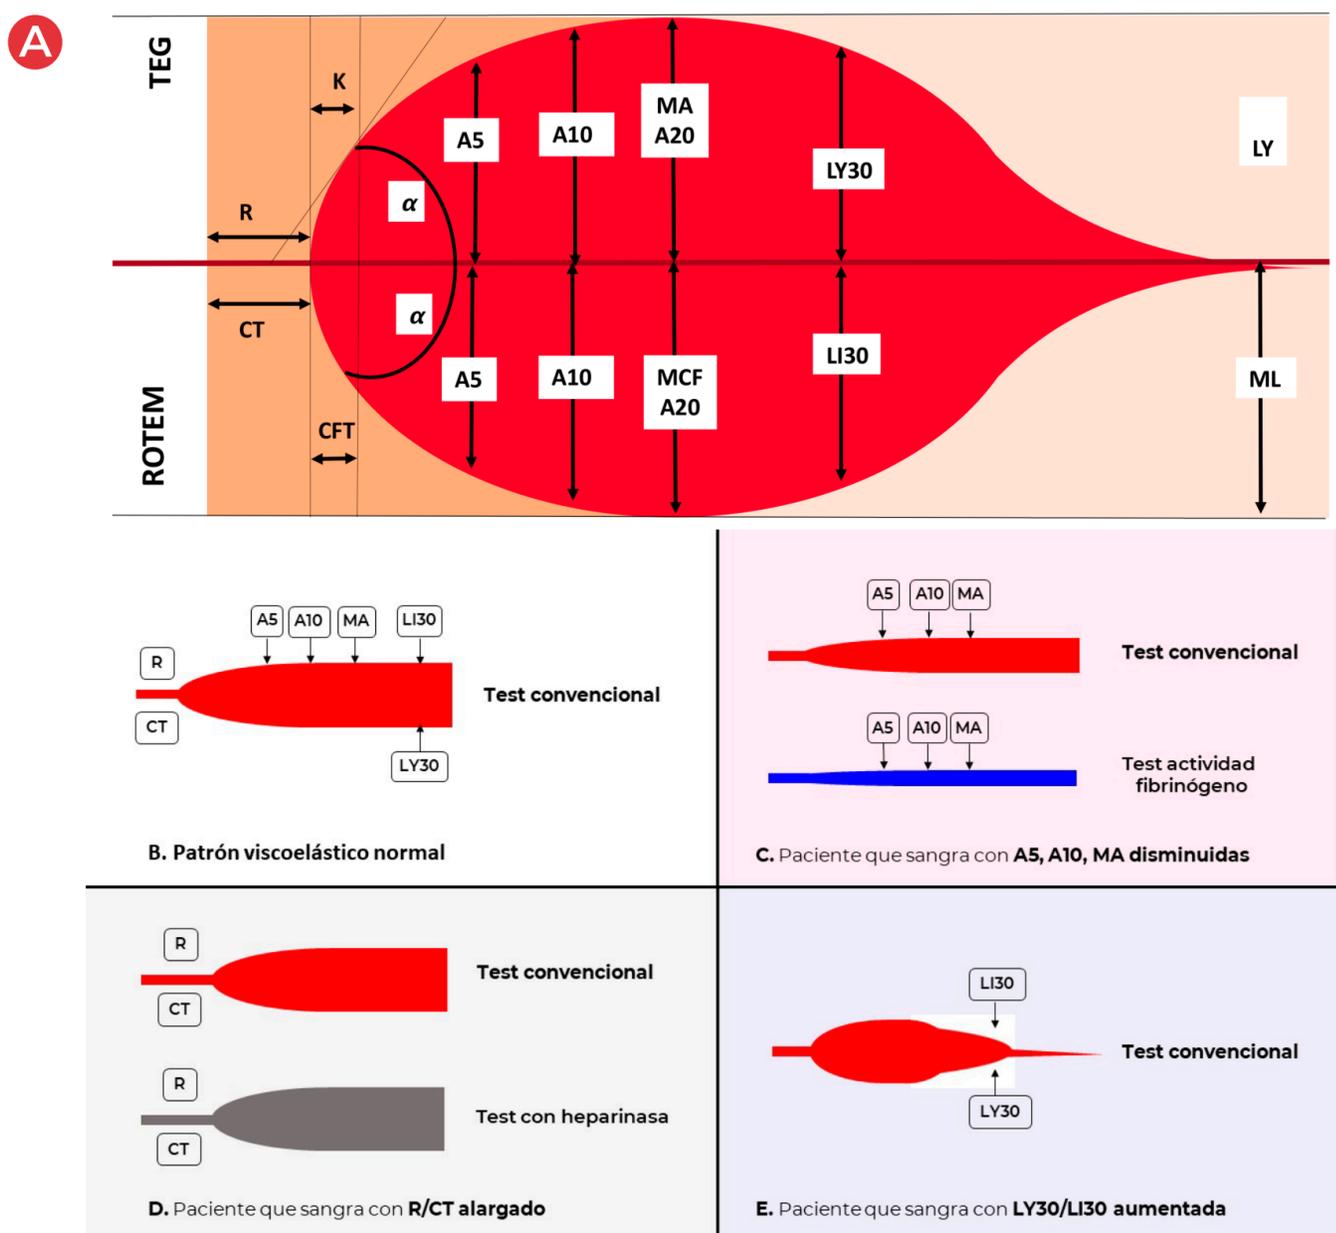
A) Test viscoelásticos. ROTEM: Tromboelastometría rotacional. TEG: Tromboelastografía. CT (clotting time) y R: Tiempo que tarda en iniciarse la formación del coágulo. CFT (clot formation time) y K: Tiempo que tarda el coágulo en alcanzar la máxima amplitud. α : ángulo obtenido por la línea central y una tangente a la curva que pasa por el punto de 2 mm de amplitud. A5: Amplitud del coágulo a los 5 minutos (mm). A10: Amplitud a los 10 minutos (mm). MA o A20: Amplitud máxima a los 20 minutos (mm). LY30 o LI30: % de lisis del coágulo a los 30 minutos. ML o LY: Máxima lisis. B) Patrón TVE normal. C) Patrón con amplitud reducida. D) Patrón con R/CT alargado. E) Patrón con fibrinólisis precoz.
